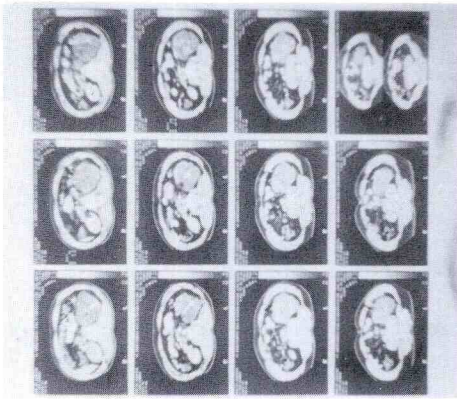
Tomografia do rim esquerdo
